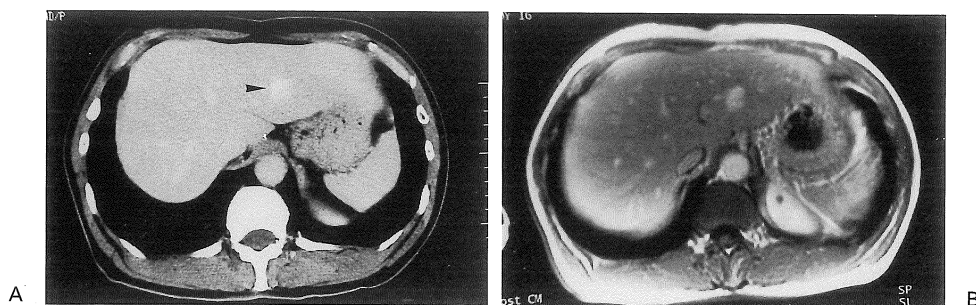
A 64-year-old male with hemangioma. Delayed phase (A) helical CT scan shows a small tumor (arrowhead) with slight enhancement relative to the surrounding liver parenchyma. Delayed phase image on dynamic MRI (B) at the same level as (A) shows marked high intensity relative to the surrounding liver parenchyma.
